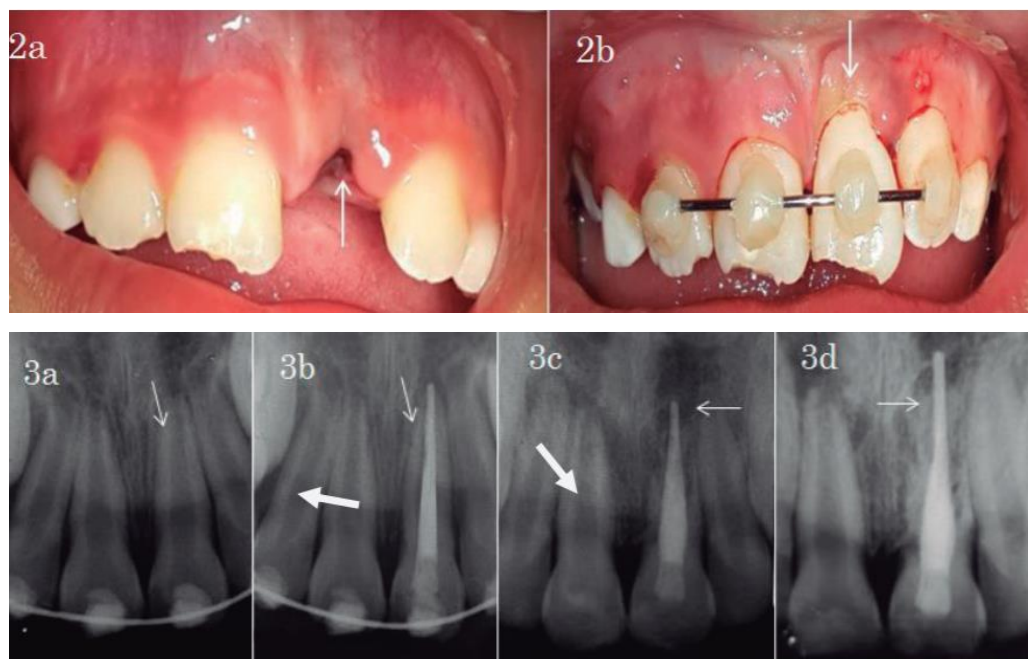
2a O.D. 21 avulsionado. 2b. Reposición y ferulización. 3a Radiografía inicial tomada después de la reimplantación y ferulización. 3b: Radiografía al terminar el tratamiento de Endodoncia. 3c: Radiografía tomada un año después de la reimplantación, muestra la reabsorción dental reemplazante 3d: Radiografía tomada 18 meses después, se observa trabeculado óseo con mayor radiopacidad.
